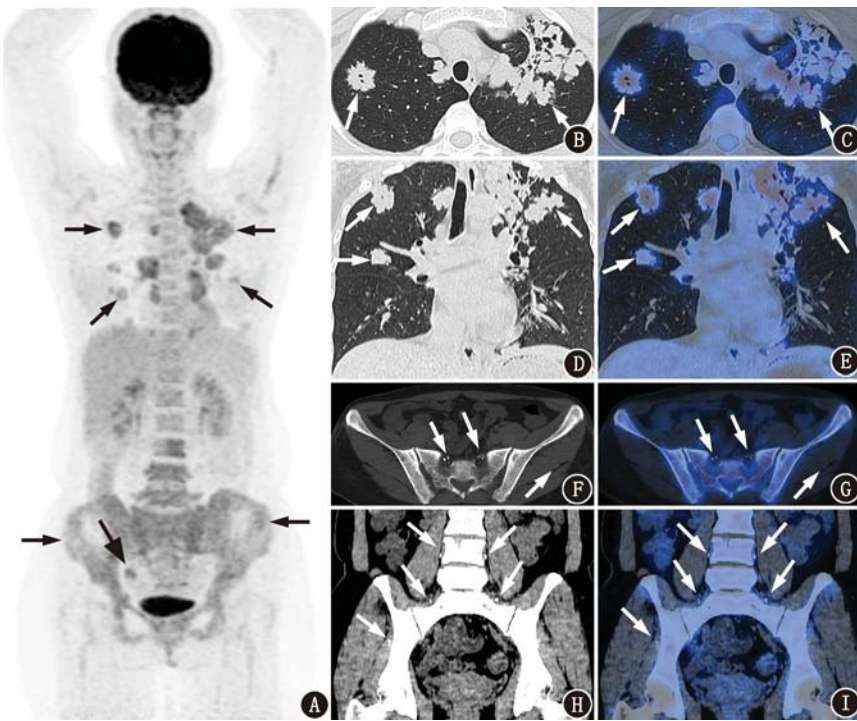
曼氏裂头蚅病患者(女,43岁) $^{18}$ F-脱氧葡萄糖(FDG)PET/CT 显像图。A.最大密度投影图示双肺、腰椎 3~5 及骨盆骨多发放射性浓聚灶(细箭头示),右侧卵巢生理性放射性摄取(粗箭头示);B~E.胸部肺窗横断位、冠状位 CT 及 PET/CT 融合图示双肺多发结节、斑片影,边界尚清,呈分叶状,部分病灶内见小空洞影(箭头示),可见放射性浓聚,最大放射性摄取值(SUV<sub>max</sub>)为 8.2;F,G.盆腔骨窗横断位 CT 及 PET/CT 融合图示骨盆骨密度弥漫性增高,呈弥漫性放射性浓聚,SUV<sub>max</sub>为 6.6,双侧骶孔及左侧臀肌间钙化灶(箭头示);H,I.盆腔软组织窗冠状位 CT 及 PET/CT 融合图示腰椎及骨盆周围软组织多发钙化灶(箭头示)
